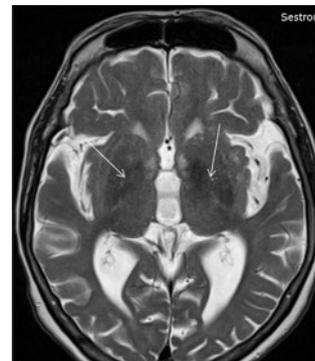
МРТ головного мозга больной Б. (июнь 2022 года). Аксиальная проекция, T2-взвешенное изображение, выраженные атрофические изменения, гипоинтенсивный сигнал на уровне лентилкулярных ядер (стрелки)
